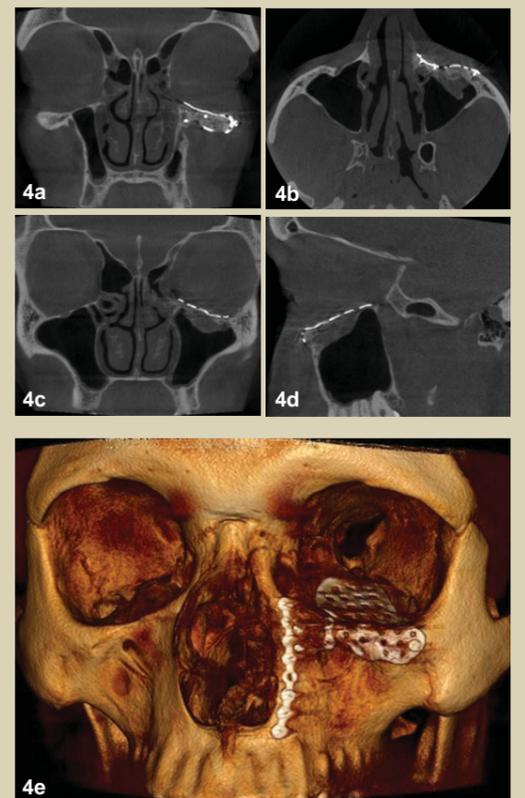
Postoperative Computertomographie des Mittelgesichts mit koronarer (a, c), axialer (b) und sagittaler (d) Darstellung der Osteosynthese sowie 3D-Rekonstruktion (e).
